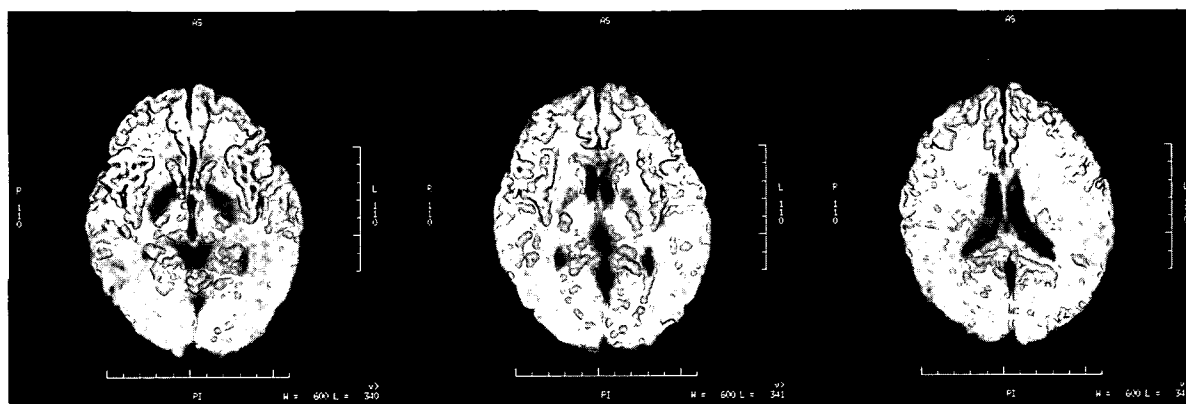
痙攣の既往のない同様の知的障害を有する妹の脳MRI拡散強調画像
